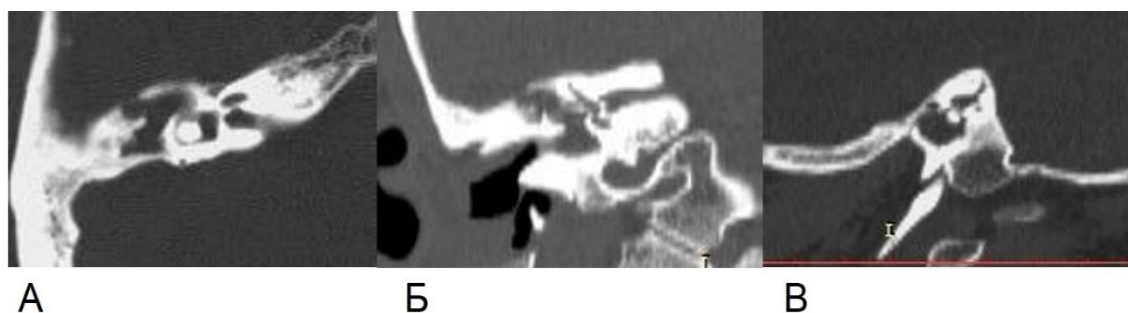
КТ правой височной кости пациента Л., 44 лет, при поступлении в стационар в аксиальной (А), коронарной (Б) и сагиттальной (В) проекциях
